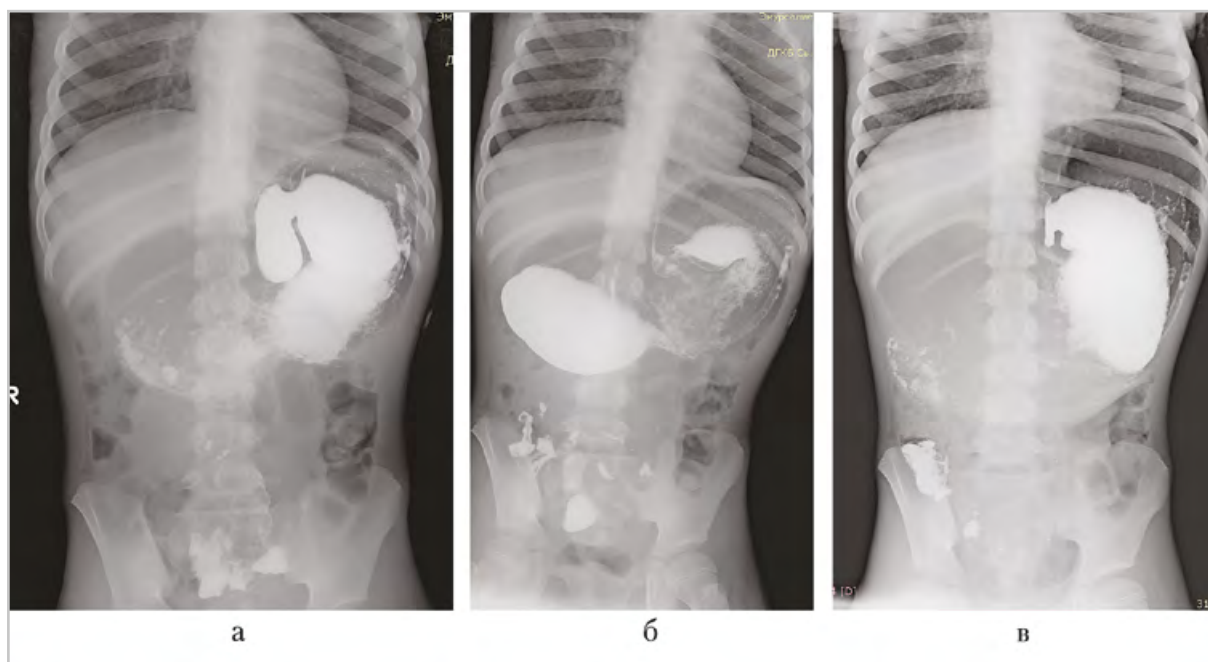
Рентгеноконтрастное исследование: *а* — *в* — снимки через 40 мин, 3 и 10 ч после дачи бариевой взвеси
